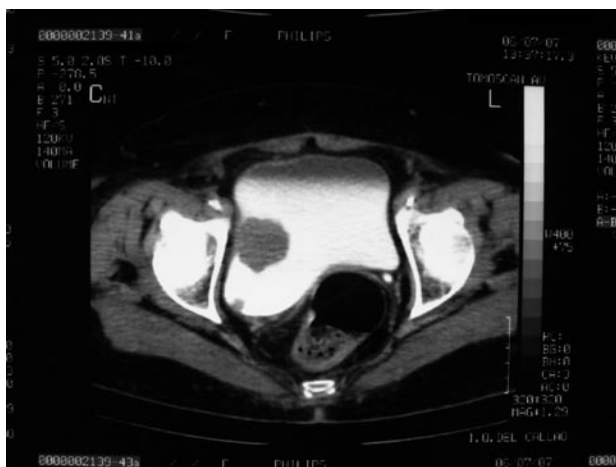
Tomografía computada que evidencia ambas lesiones vesicales.
